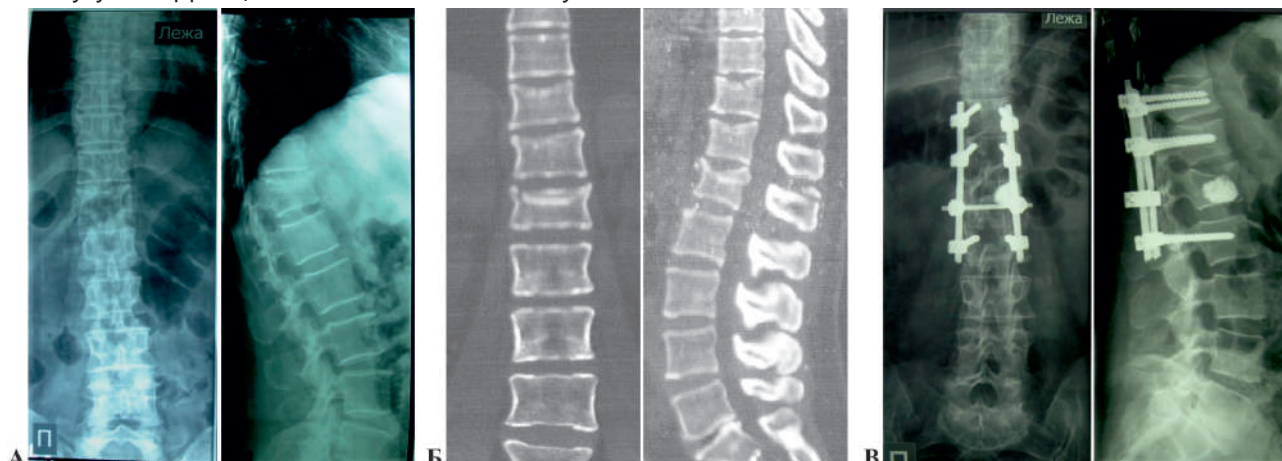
Рентгенограммы (А) и КТ (Б) пациентки до операции, рентгенограммы (В) – после операции
